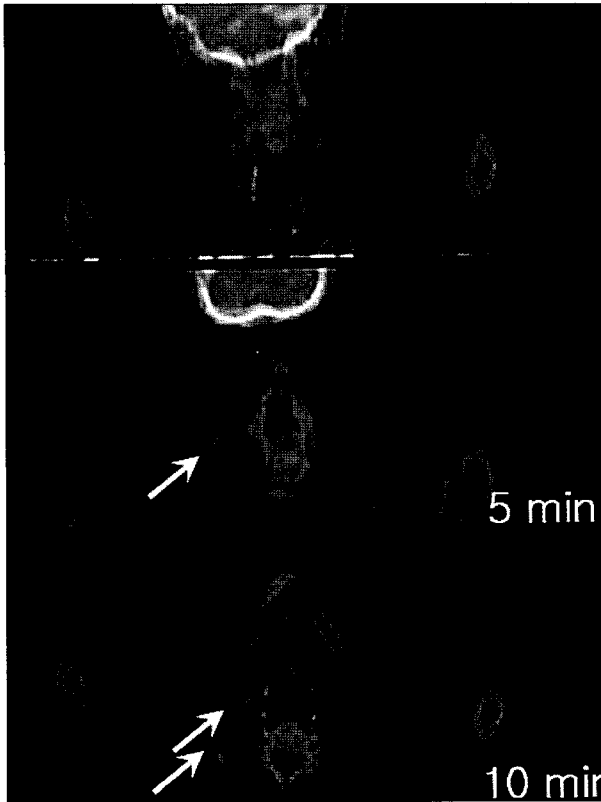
PET/CT scan shows two hot uptakes(arrows) in near diaphragmatic muscle & internal jugular vein area.
